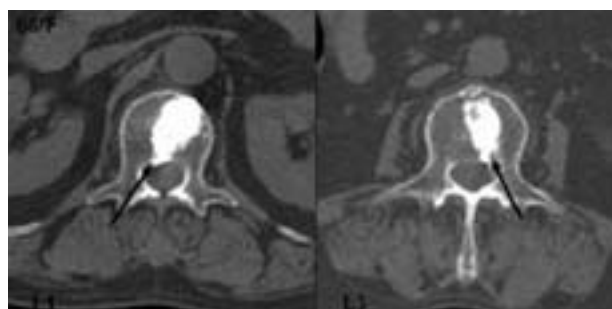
Postoperative CT scans. The arrow presented instrument insertion through medial pedicle wall and cement leakage.
